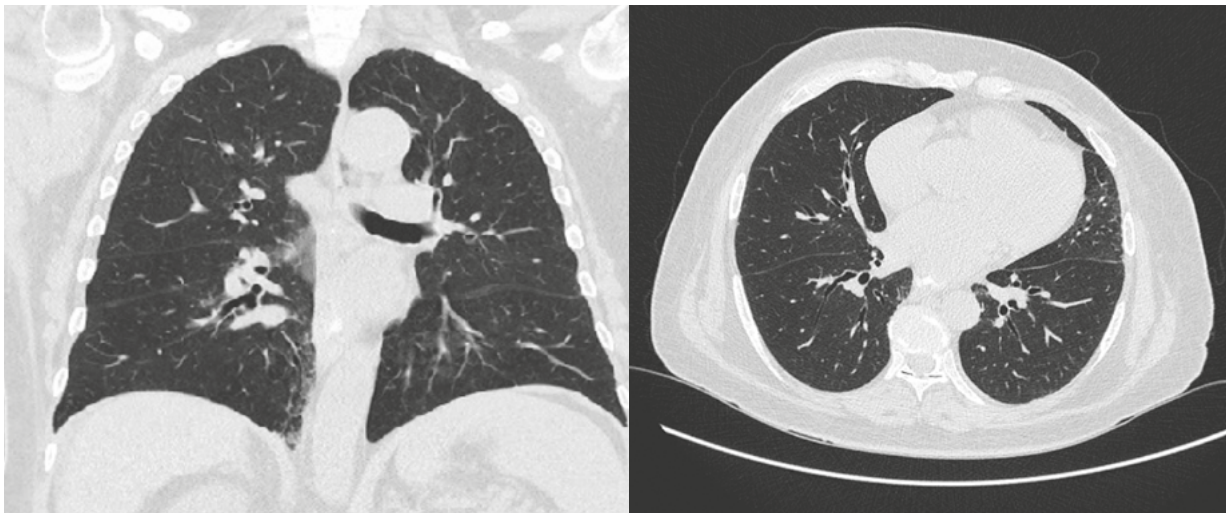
Tomografía de tórax que muestra engrosamiento de las paredes bronquiales con bronquiectasias y bronquiloectasias y signos de fibrosis pulmonar.
